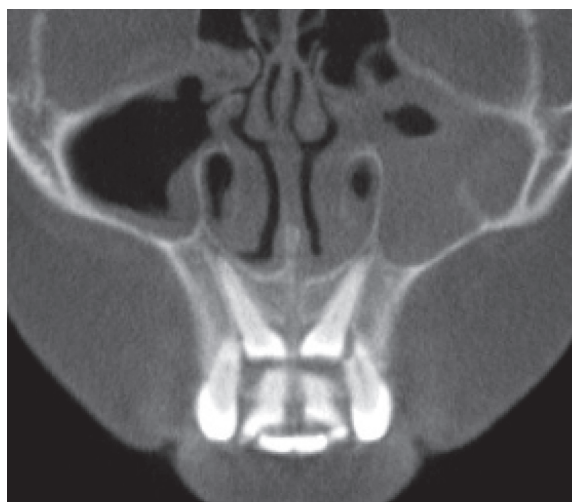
C 初診時上顎側切歯における斜断面 CBCT 画像
